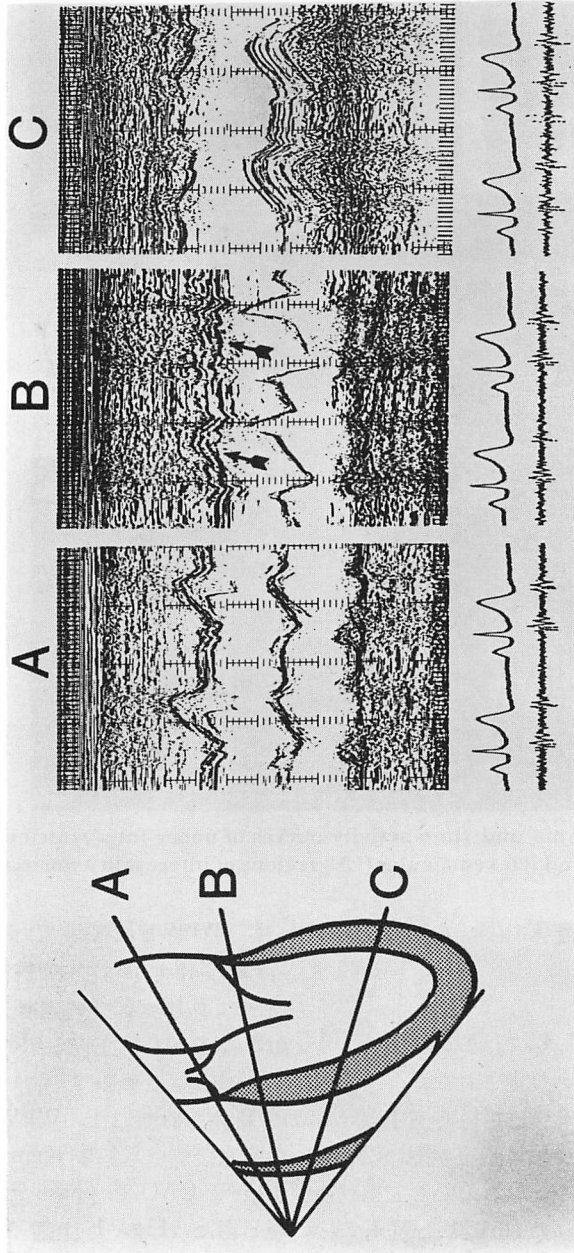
M-mode echocardiograms in a normal subject (34-year-old man).
